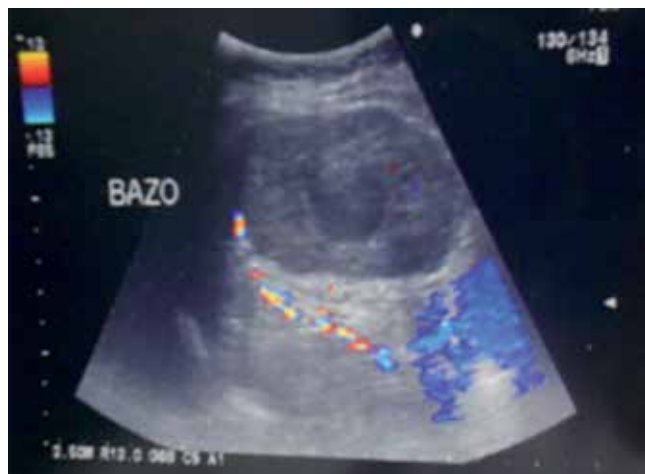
USG Doppler de bazo donde se observa tumoración de tipo mixto en polo inferior.
